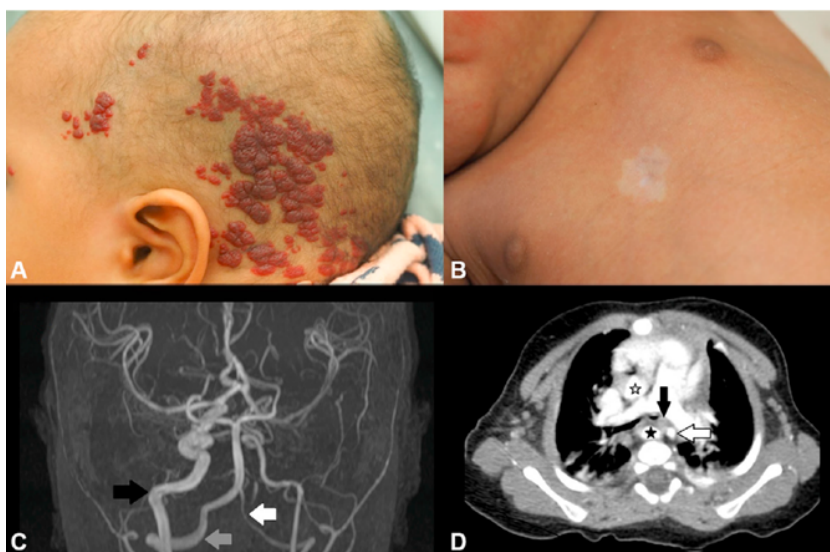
Sindrome PHACE. A) Emangioma infantile segmentale che coinvolge il cuoio capelluto parietale. B) Fossetta sternale. C) Risonanza magnetica (MRI) che mostra ectasia della carotide comune destra (freccia nera) e dell'arteria vertebrale destra (freccia grigia), con ipoplasia dell'arteria vertebrale sinistra (freccia bianca). D) Tomografia computerizzata (CT) che evidenzia un'aorta ascendente (stella bianca) e un'aorta discendente destra retroesofagea (stella nera), con compressione dell'esofago (freccia nera) e arteria succlavia sinistra anomala (freccia bianca).
